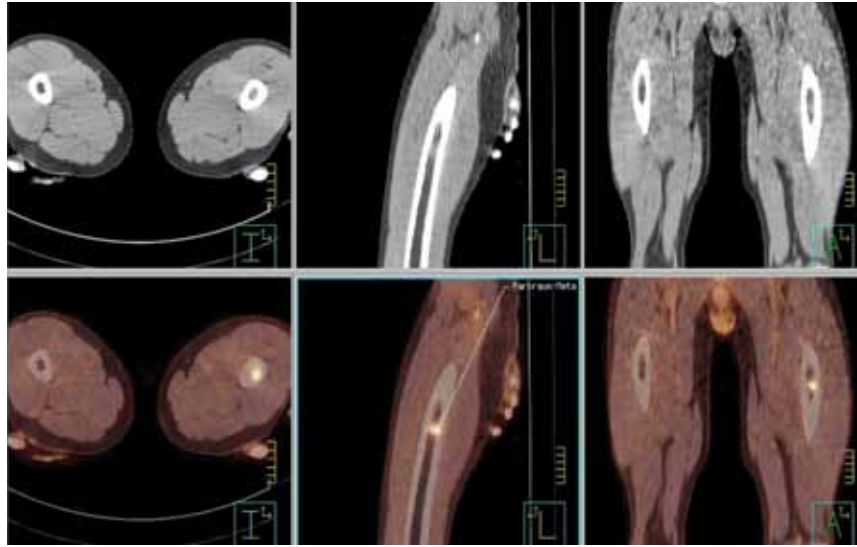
Male patient status post malignant melanoma. The FDG-PET/CT was performed as whole-body staging and detected a solitary osseous metastasis in the medullary cavity of the left femoral shaft.
